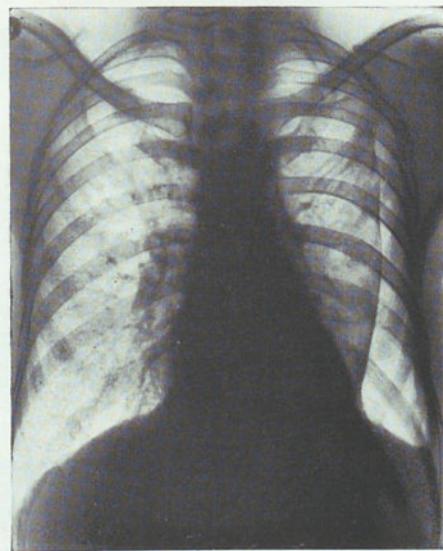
Radiografía del 19-VII-37. El mismo caso. No obstante lo incompleto del colapso, la cavidad ha diminuido considerablemente de tamaño.
